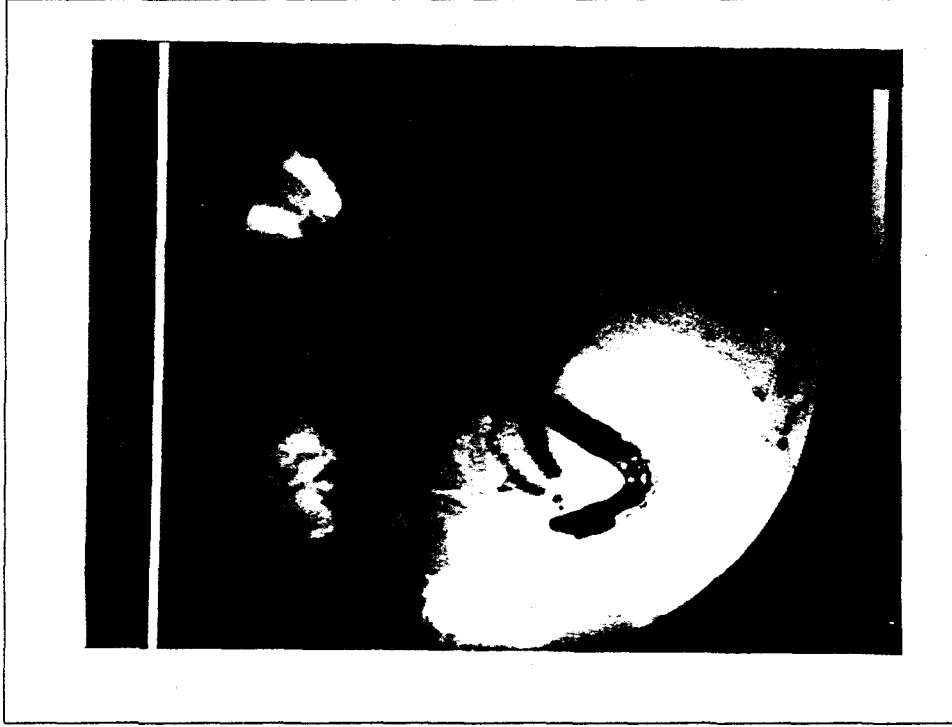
(Olgu No 39. 67y, Erkek) BT görüntüsünde Grade 5 (kesinlikle taş varlığı), dansitesi 92HÜ ve paterni 2 olarak belirtilen koledok taşı, ERKP'de kanıtlanmış, fakat taş çıkartılamamış ve hasta cerrahiye sevk edilmiştir.
